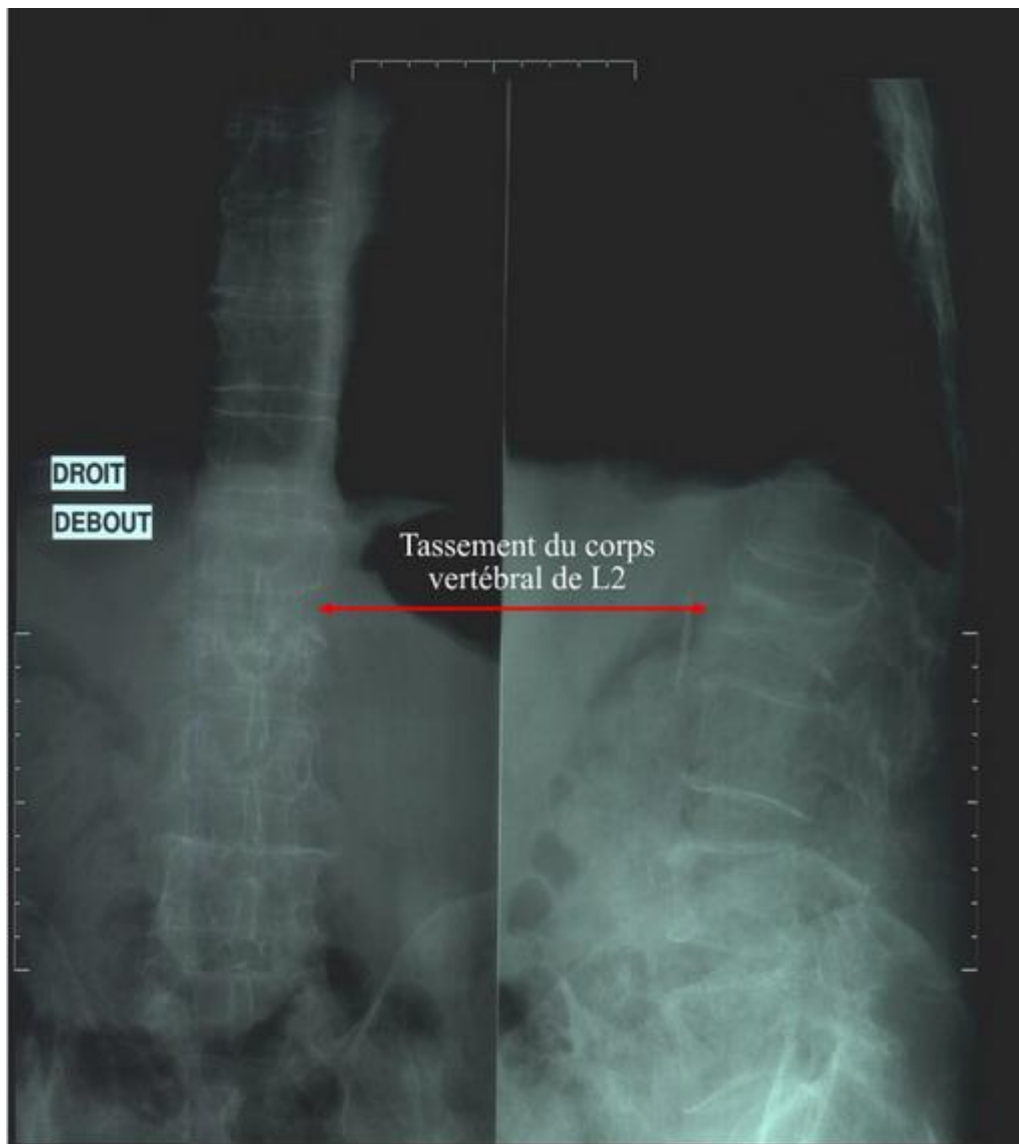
Radiographies standard du rachis lombaire face + profil
